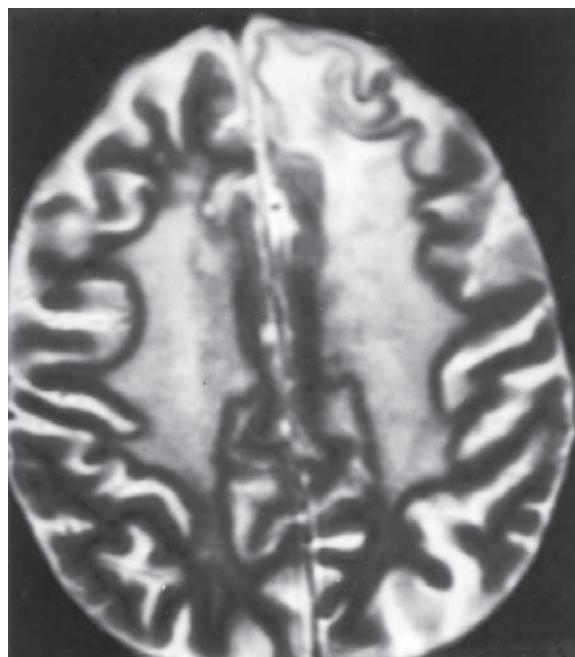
La MRI muestra un cambio por radiación temprano retrasado en la sustancia blanca de ambos lóbulos frontales, es particularmente grave sobre la derecha en la región del glioma tratado.
